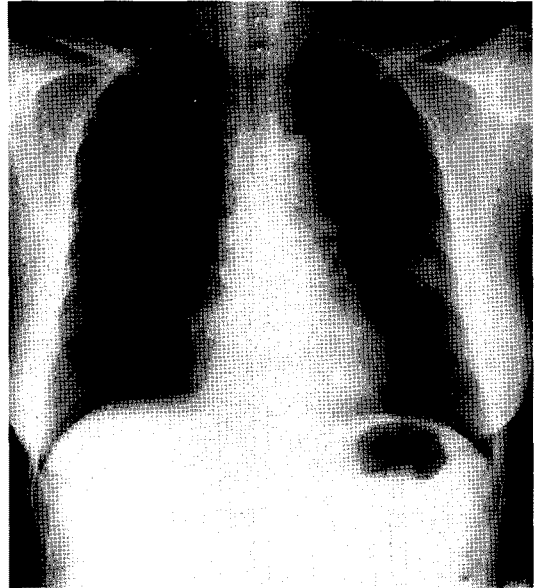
A posteroanterior roentgenogram of the chest, and a computed tomography scan, showed a pulmonary mass occupying the anterior segment of the left upper lobe.
